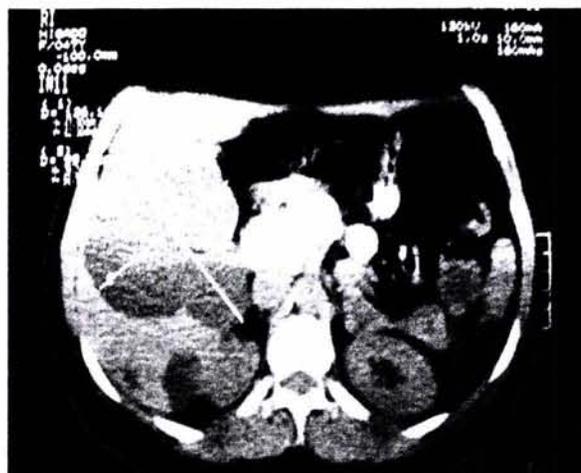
TAC con quiste hepático
